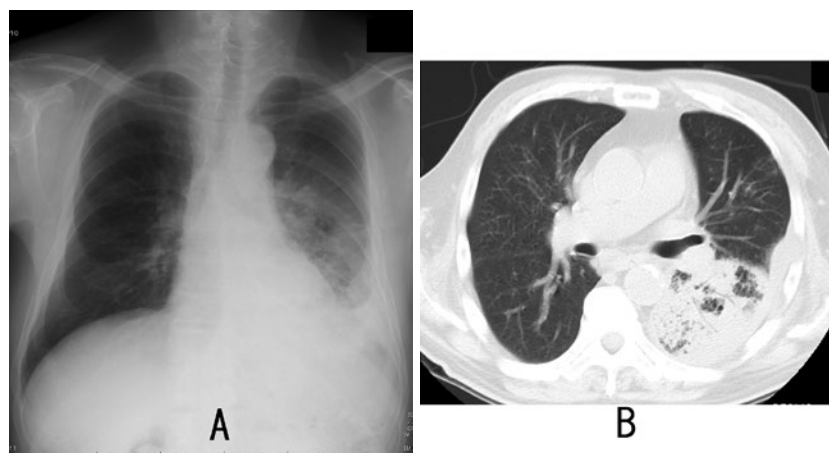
(A) 入院時胸部 X 線. 左下肺野に浸潤影を認めた. (B) 入院時胸部 CT 検査. 左下葉に気管支透亮像を伴う浸潤陰影と周囲にはすりガラス陰影を認めた.
